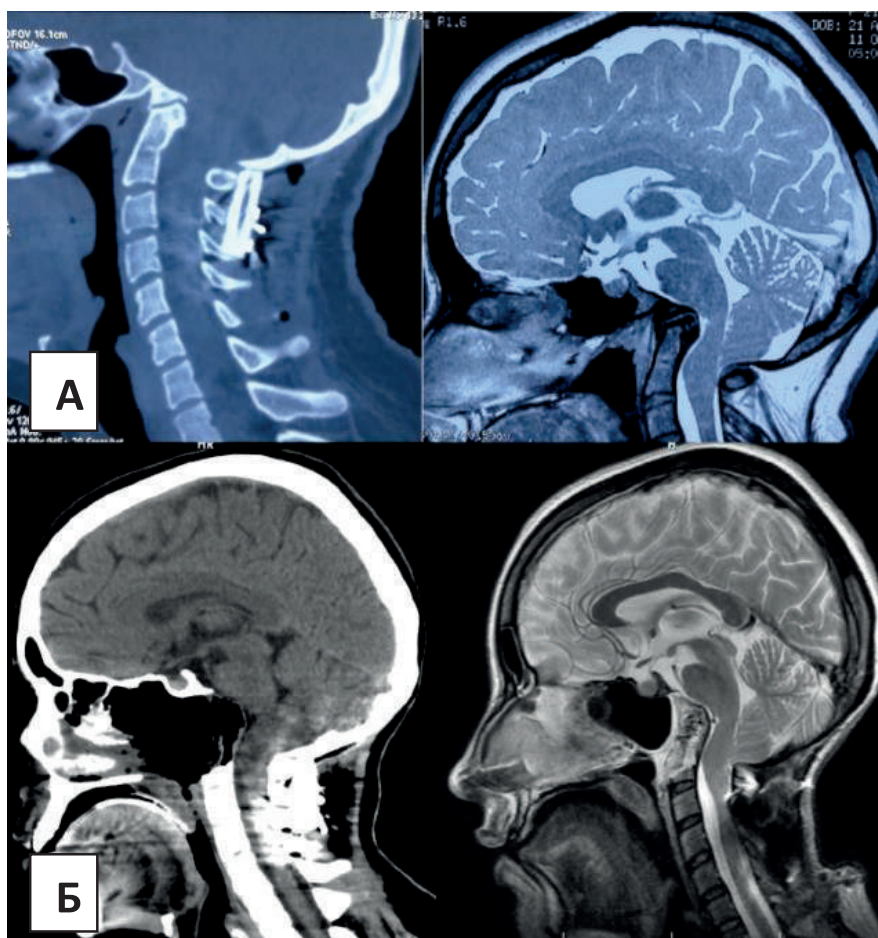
Платибазия, инвагинация зубовидного отростка C2 позвонка с грубой компрессией продолговатого мозга и верхних шейных сегментов спинного мозга. Эндоскопическое трансназальное удаление патологического процесса C1-C2 позвонков. А – СКТ и МРТ до операции. Б – СКТ 1 сутки после операции и МРТ 9 суток после операции. Послеоперационный костный дефект зубовидного отростка C2, ската.
